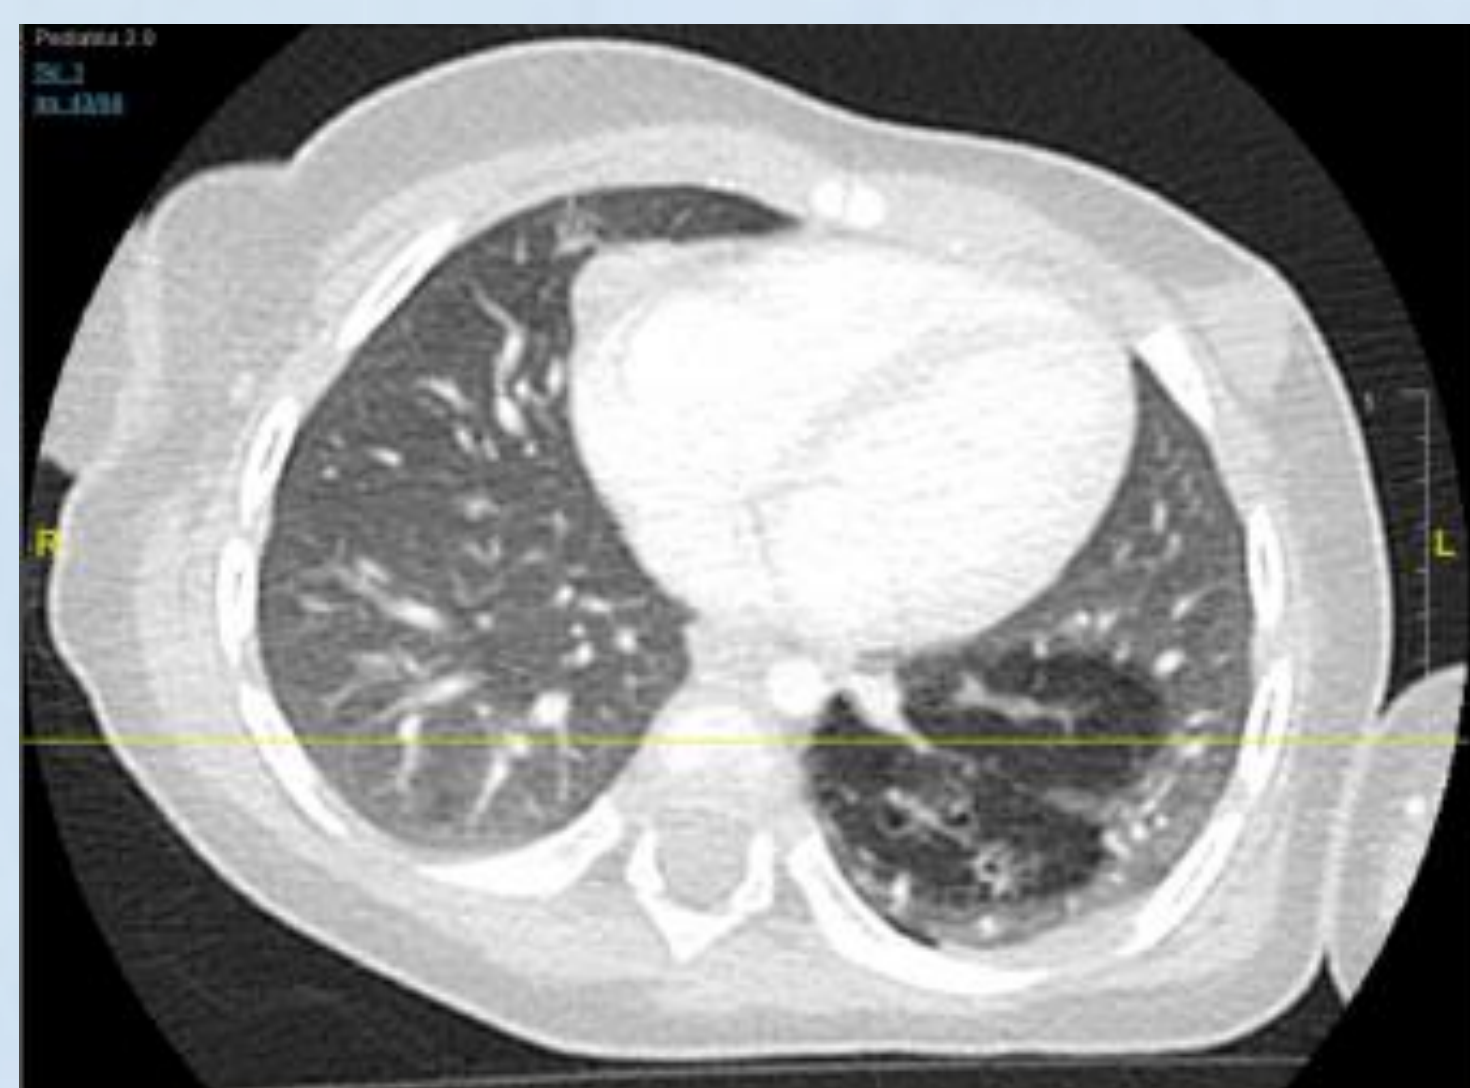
TAC postnatal corte transversal y coronal. Lesión de baja atenuación-enfisematosa en lóbulo inferior izquierdo, que comunica con vía aérea y bronquiectasias en su interior, compatible con MCVAP
